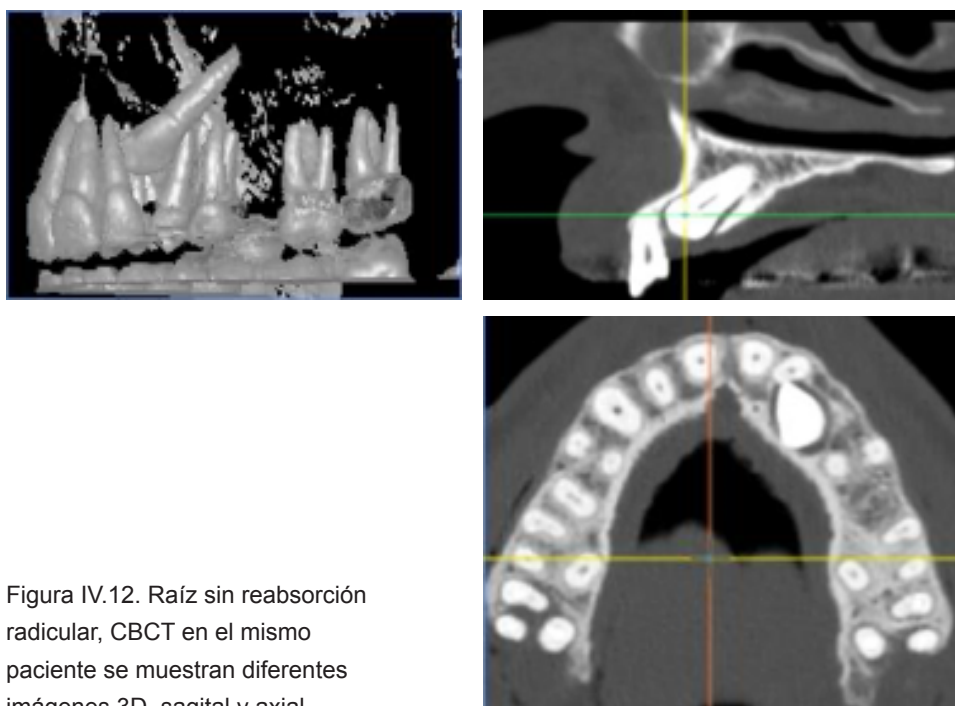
Raíz sin reabsorción radicular, CBCT en el mismo paciente se muestran diferentes imágenes 3D, sagital y axial.
